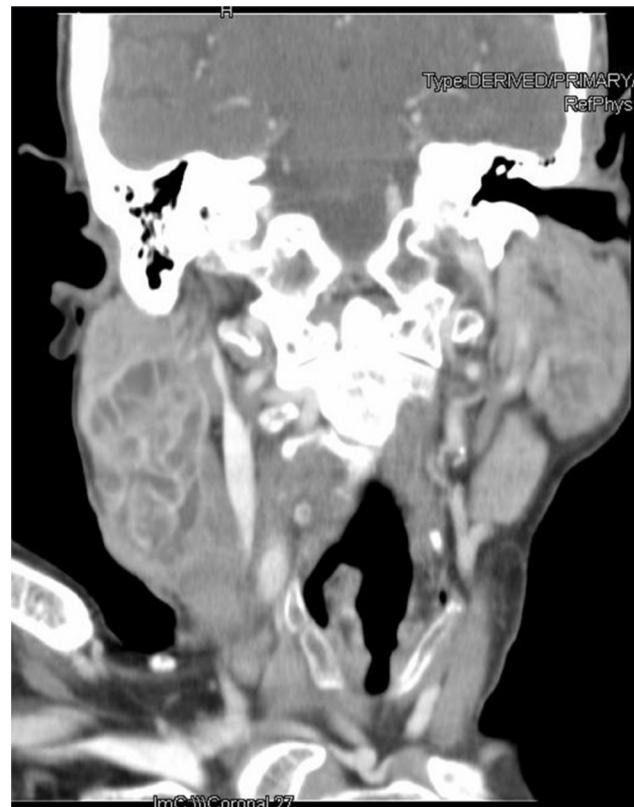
Corte coronal na TC mostra múltiplas zonas trabeculares com áreas císticas e necróticas, mais bem observadas no lado direito da imagem.
